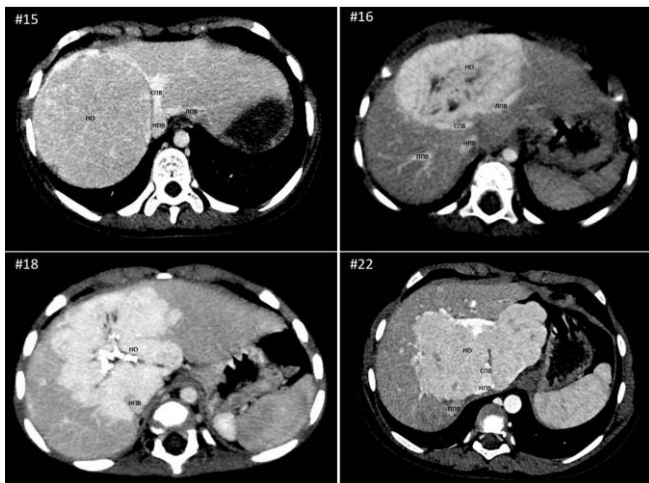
Компьютерные томограммы пациентов с ДНО, охватывающими нижнюю полую вену или устья печеночных вен
